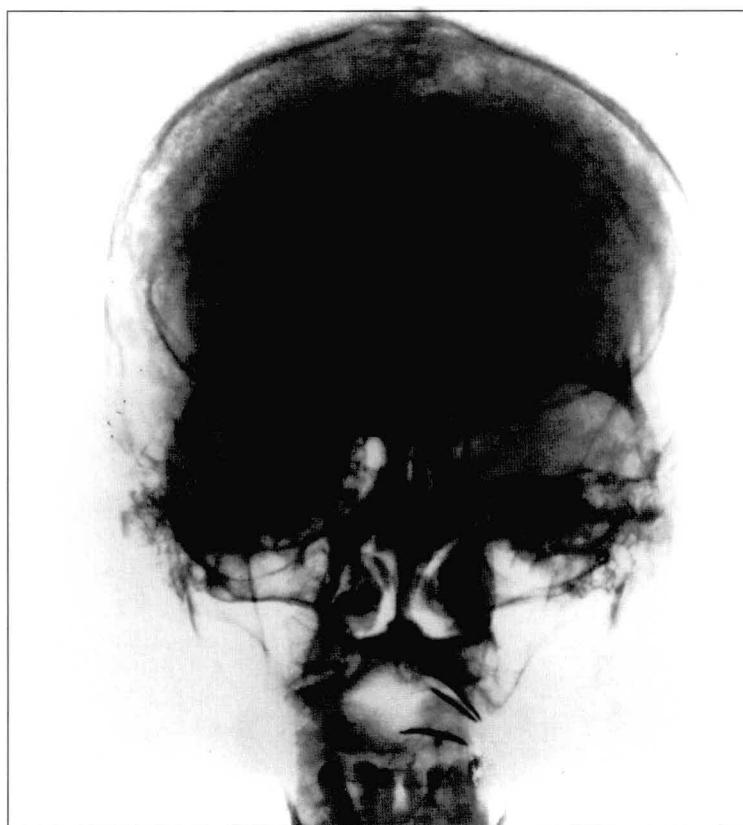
Radiografía de cráneo que muestra erosión cortical de la bóveda craneana.
